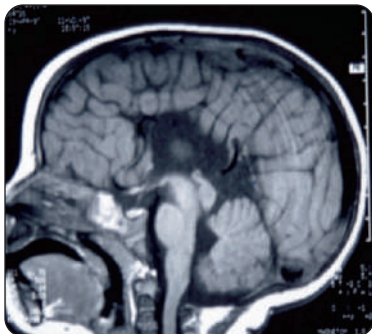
IRM en coupe sagittale montrant l'absence de corps calleux
